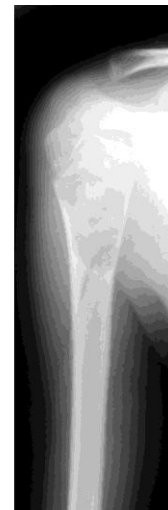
Рентгенограмма больного А., 12 лет. Солитарная киста плечевой кости. Перифокальный косой патологический перелом
